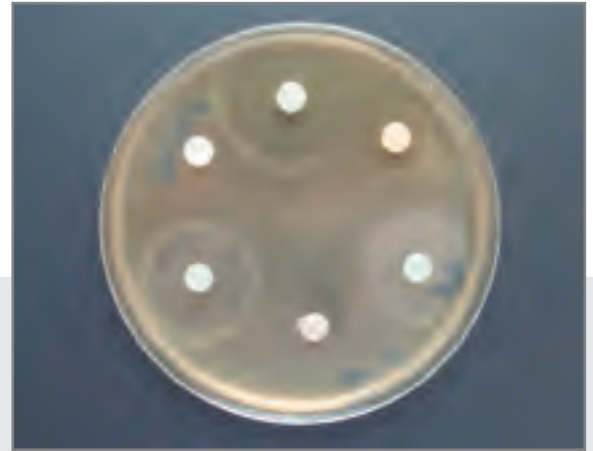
Диско-диффузионный метод определения антибиотикочувствительности *Neisseria gonorrhoeae*
